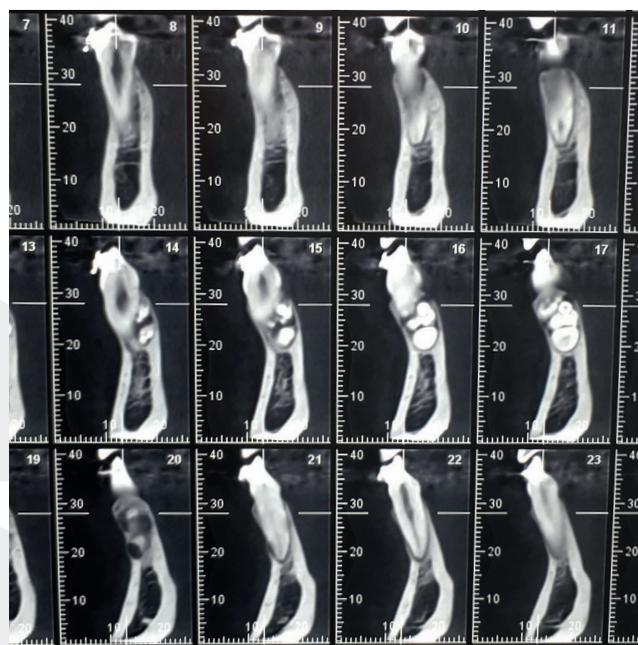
Tomografía mostrando odontoma
